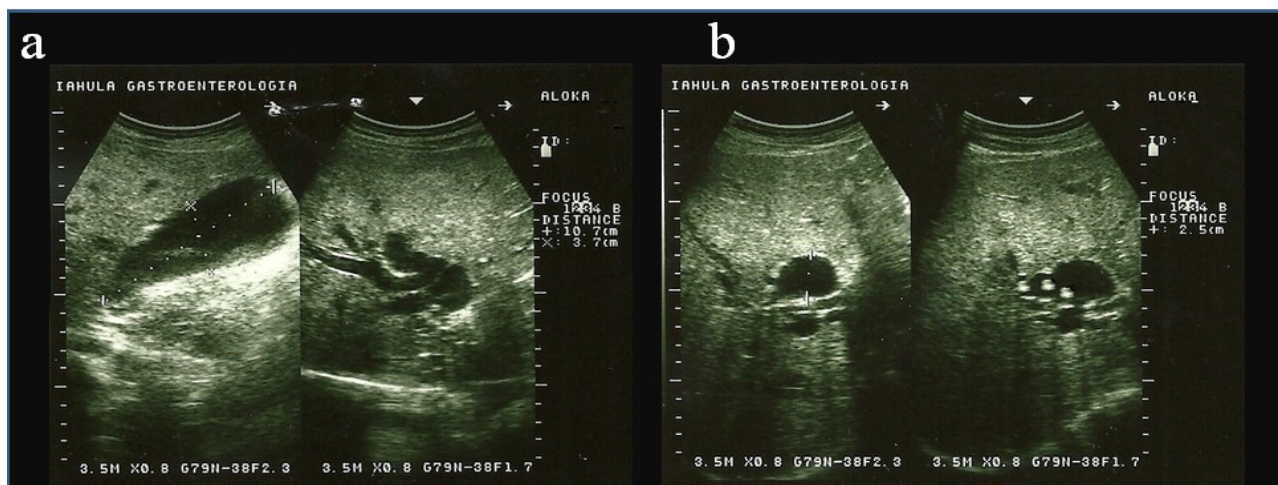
Ecografía abdominal. 1a: Reporta vesícula aumentada de tamaño con litiasis en su interior y dilatación de la vía biliar intra y extrahepatica. 1b: Se evidencia coledocolitiasis.
